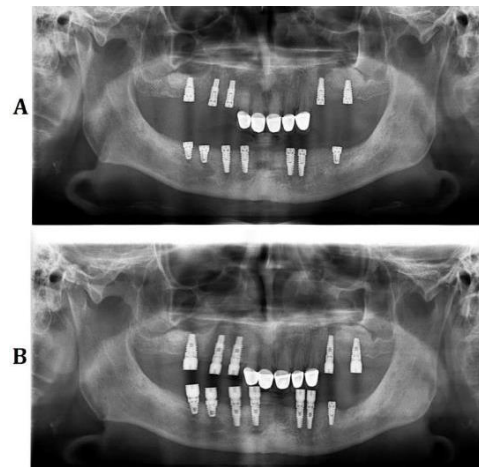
Previous orthopantomography images requested from another clinic A: First radiography B: Repetitive implant placed to mesial to the failed implant site
